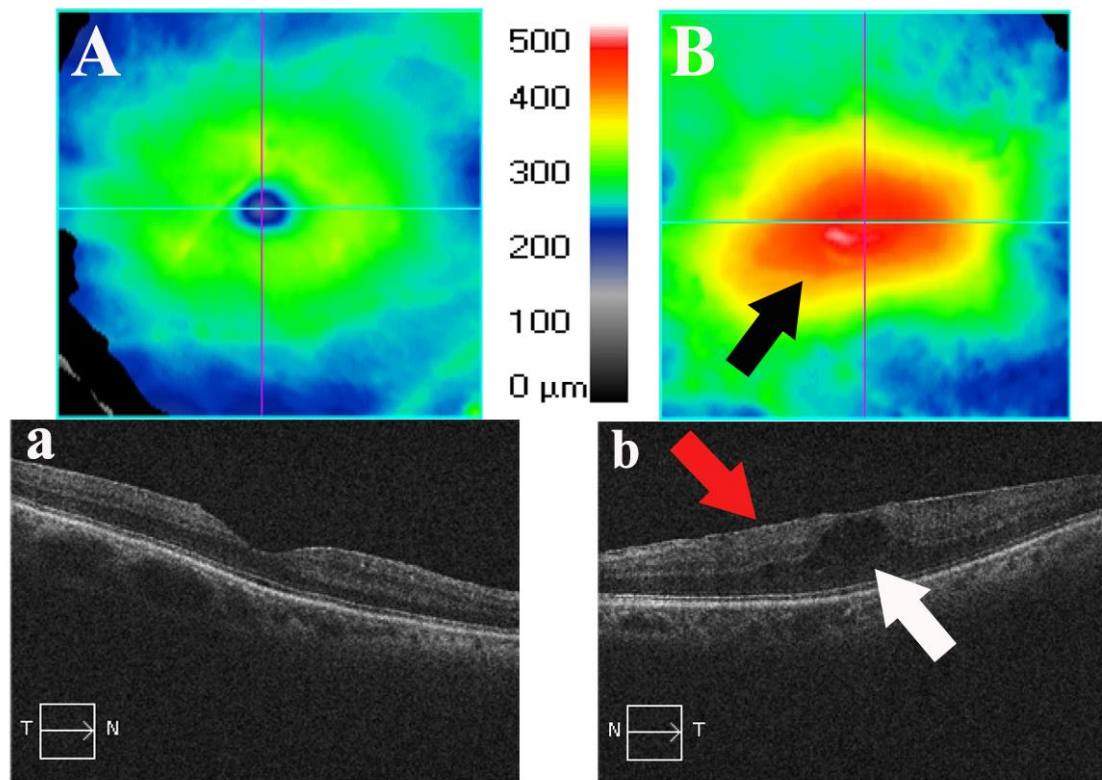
Olho direito com mácula normal (imagem A) e olho esquerdo com exame anormal (imagem B). Edema macular (seta preta e branca) e membrana epirretiniana (seta vermelha) em paciente HTLV-1 (tomografia de coerência óptica).(Paciente 4).
